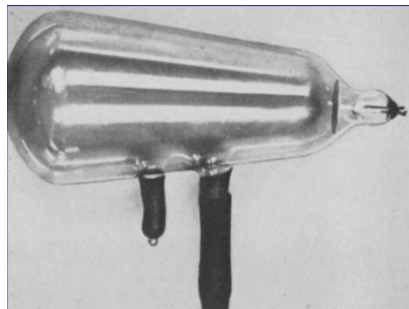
Tubo Hittorf-Crooke utilizado por roentgen para descubrir los rayos x.
